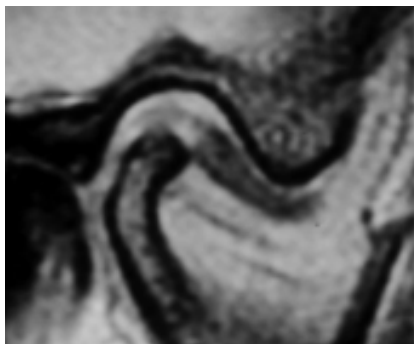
IRM en bouche fermée
